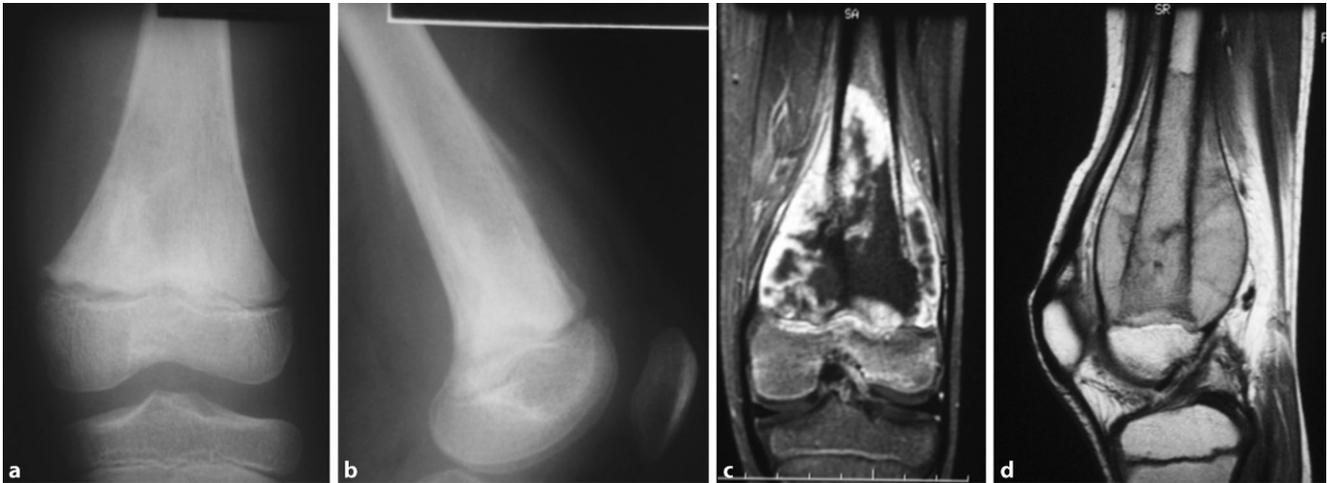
▲ 9 Jahre altes Mädchen mit hochmalignem Osteosarkom an der distalen linken Femurmetaphyse (a, b, initiales Röntgen mit radiologischen Malignitätskriterium des Codman Dreieckes) und im MRT die klare Ausdehnung des Tumors ohne Durchbruch in die Epiphyse (c, d)
